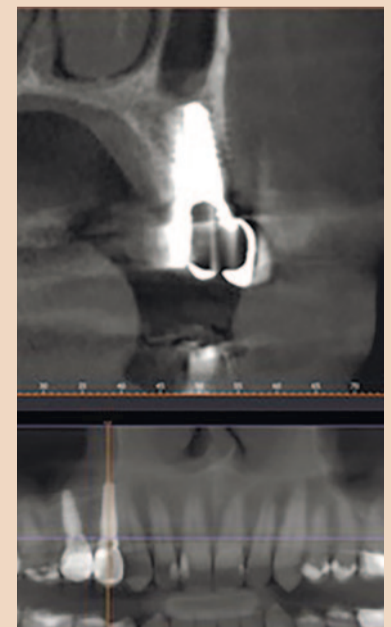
КТ-срез и ортопантомограмма, визуализация имплантата в области первого правого премоляра верхней челюсти
